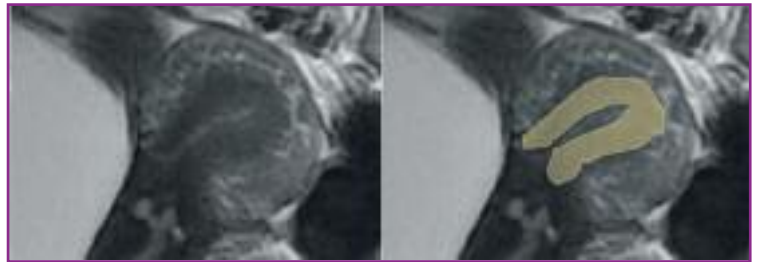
MRI Becken, T2. 44-jährige Patientin mit Adenomyose. Die Junktionalzone ist > 12 mm verbreitert, und es liegt eine deutliche Verdickung der Uterushinterwand vor. Die Junktionalzone ist gelb markiert.
